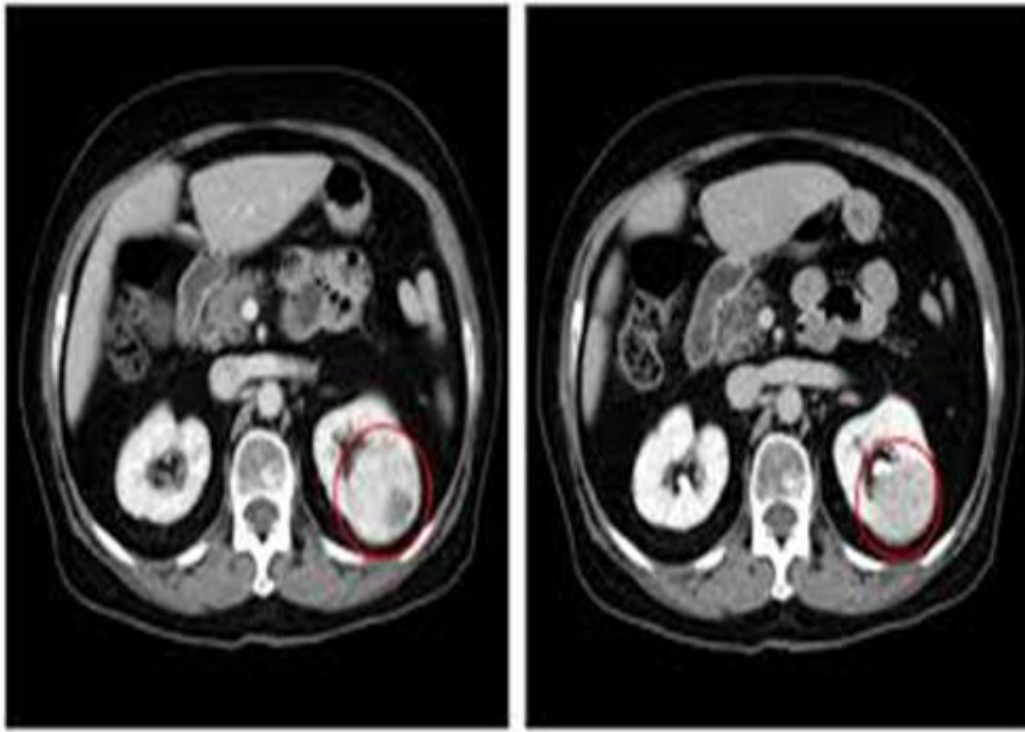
Комп'ютерна томограма пацієнта зі злоякісним новоутворенням лівої нирки
